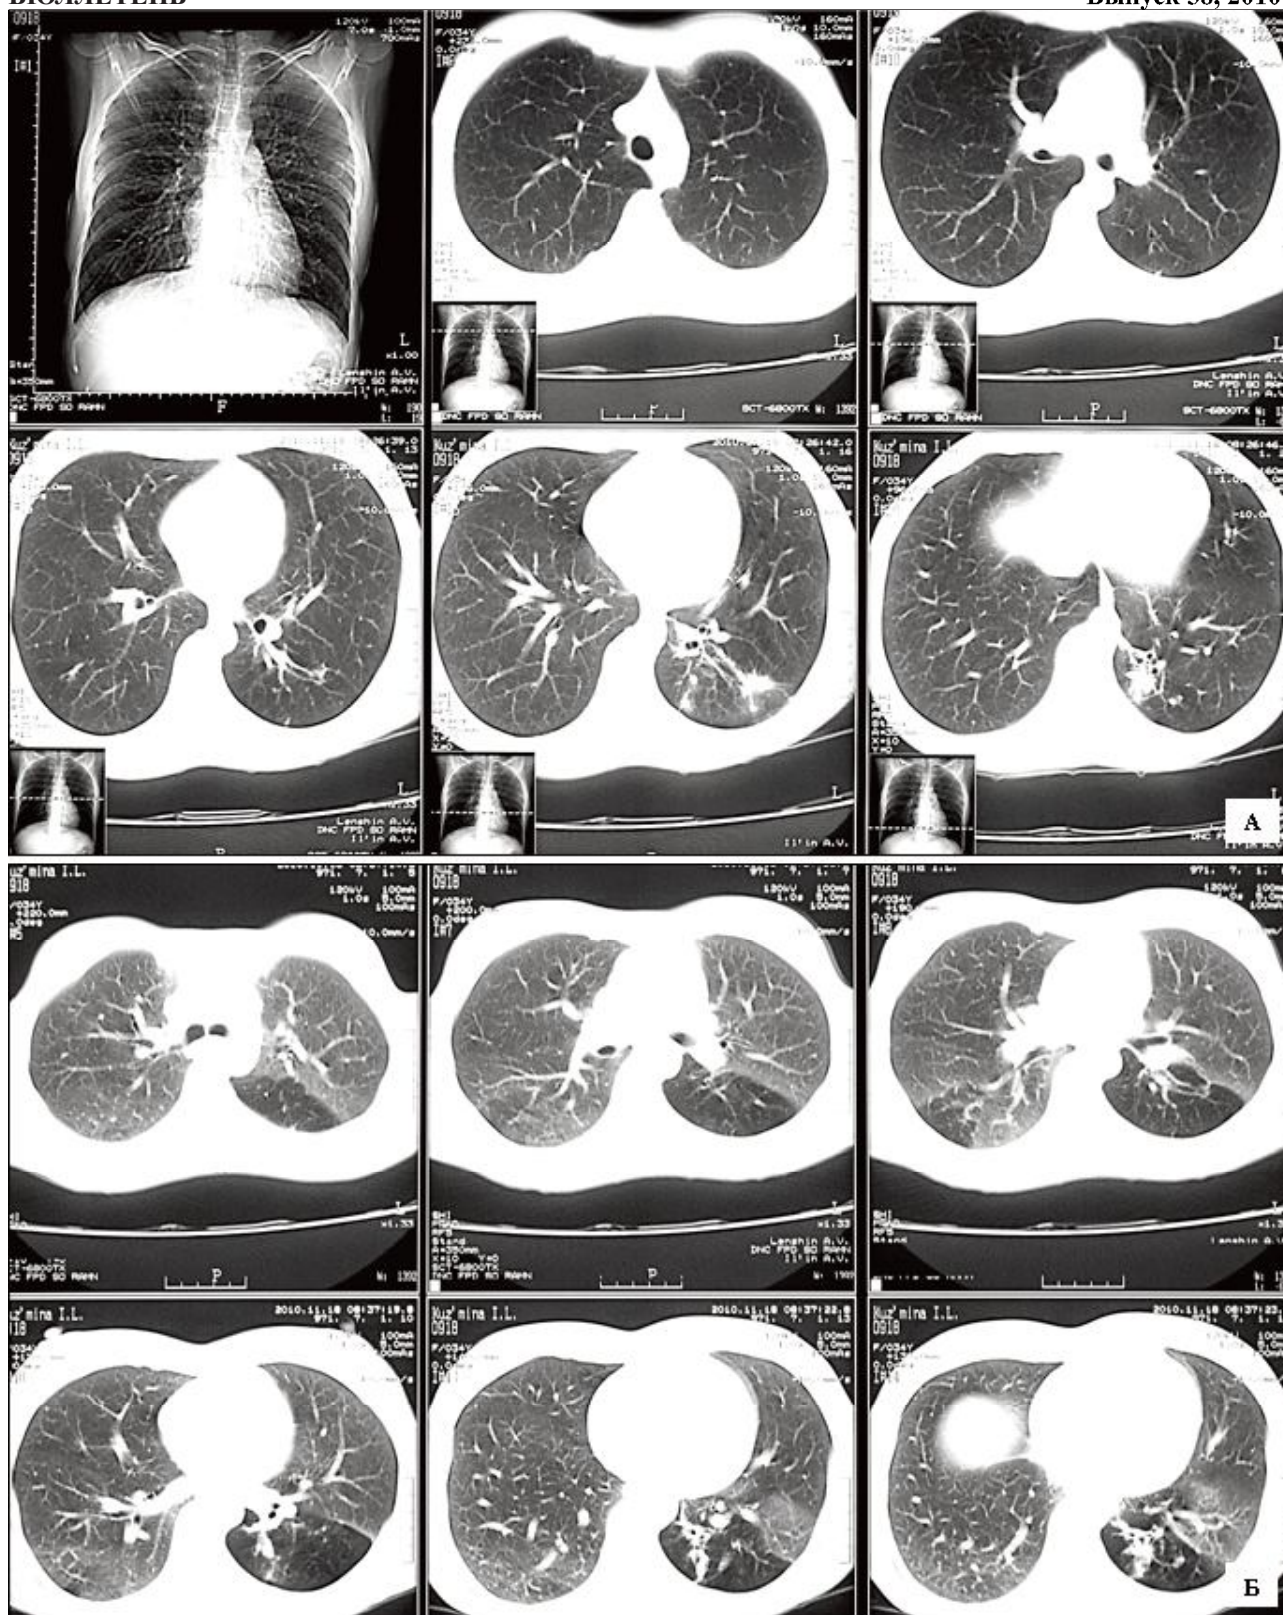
КТ органов грудной полости.
